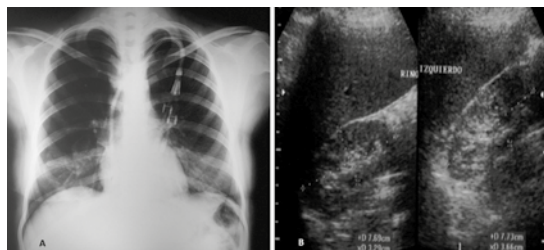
Radiografía de tórax a su ingreso a la unidad de hemodiálisis (A) y ultrasonido renal bilateral en que se evidencia la pérdida de la arquitectura normal con reducción de su tamaño (B).
